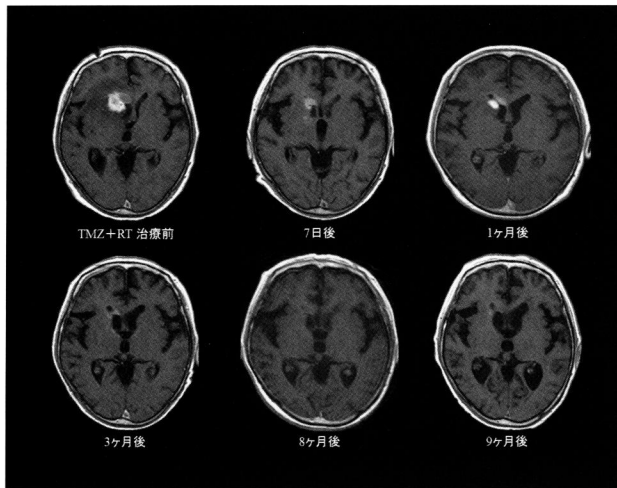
症例2 (66歳、女性) のGd-MRI
